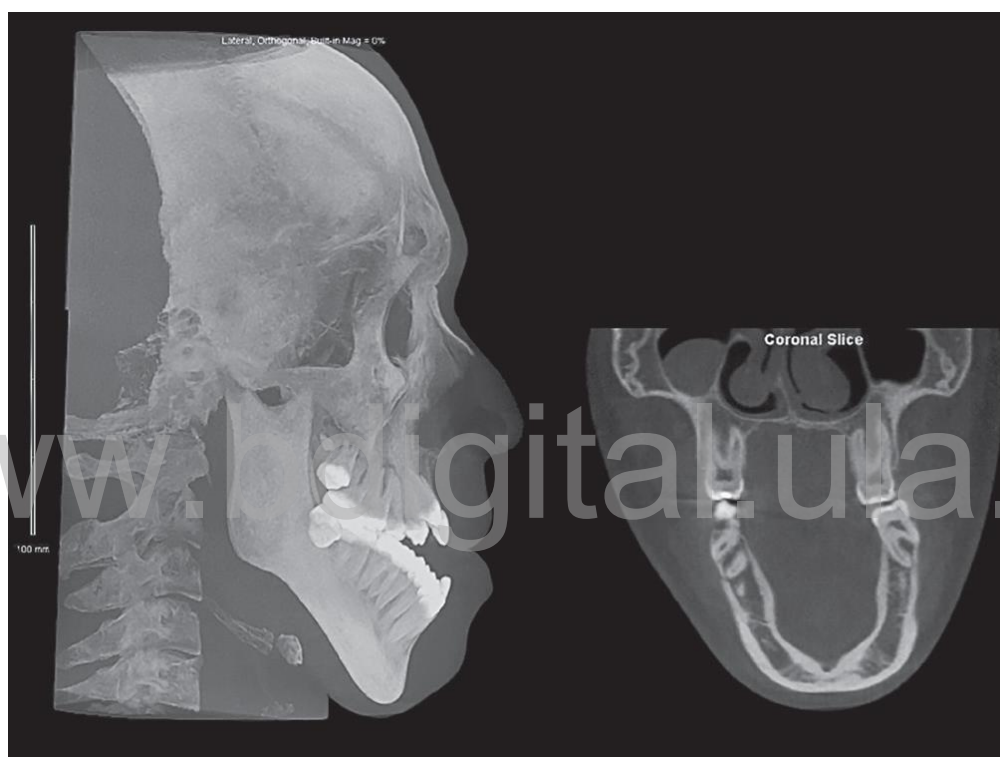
Radiografía lateral y corte CBCT coronal de un paciente con prognatismo mandibular y crecimiento vertical excesivo; las imágenes muestran mordida cruzada posterior bilateral esquelética debido a la posición anterior mandibular y la parte inferior postura de la lengua².
